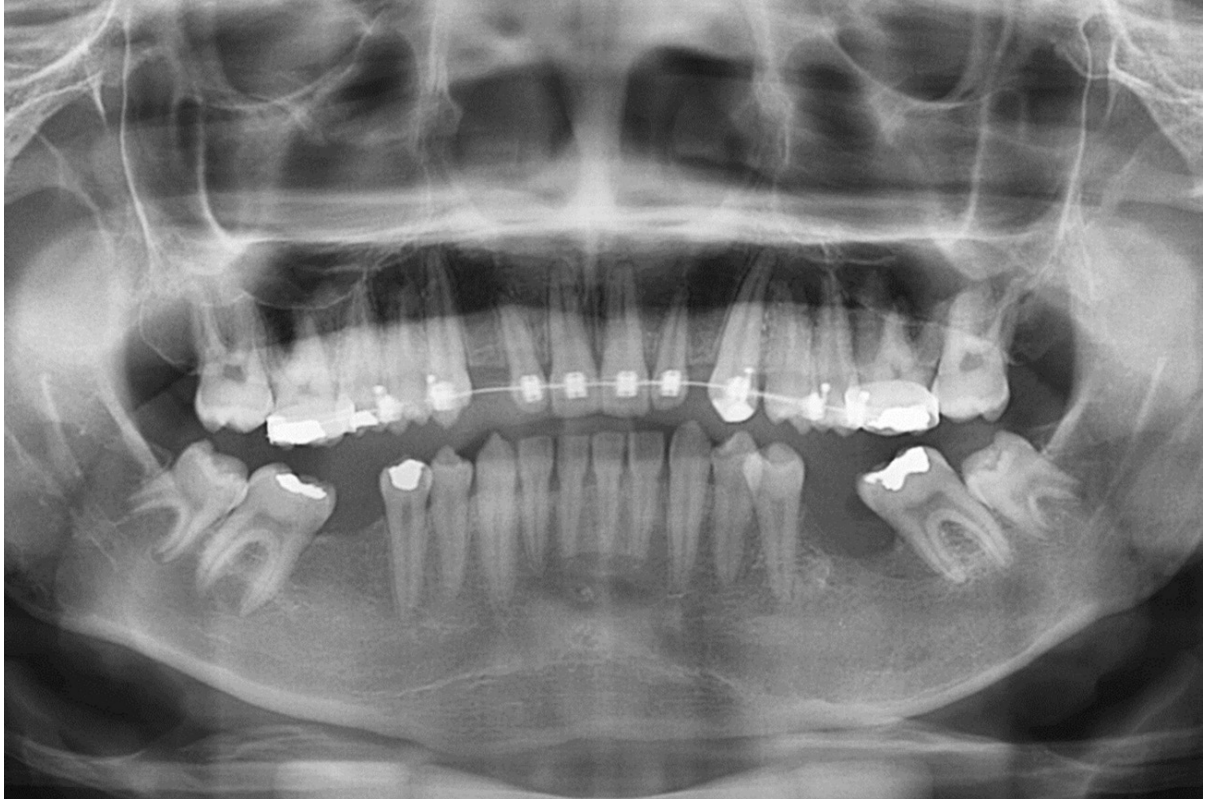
Radiografia panorâmica após 13 meses da descompressão.
